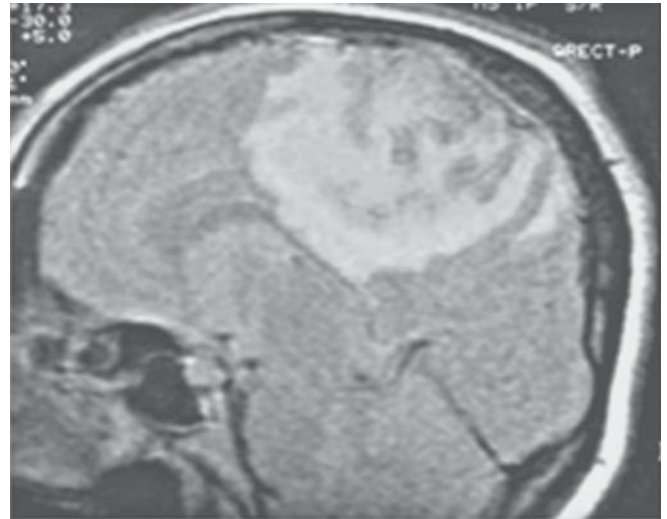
Edema cerebral secundario a trombosis de senos venosos. Imagen por resonancia magnética FLAIR que muestra la presencia de un área de edema focal asociado con trombosis venosa cerebral.
